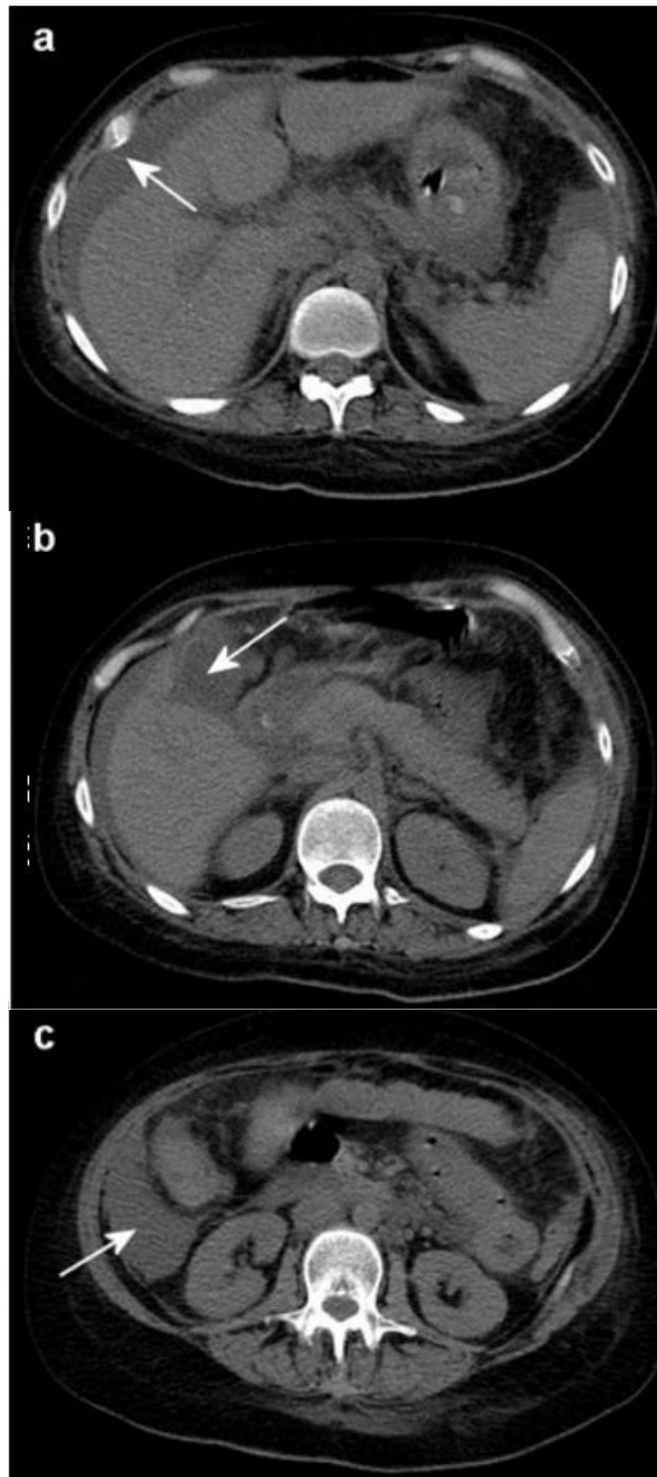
Uključivanje susjednih struktura u uznapredovalom PID-u kod 21-godišnje pacijentice. CT prikazuje zadebljanje stijenke (strelica) tankog crijeva zbog PID-a s tuboovarijskim apscesom.
